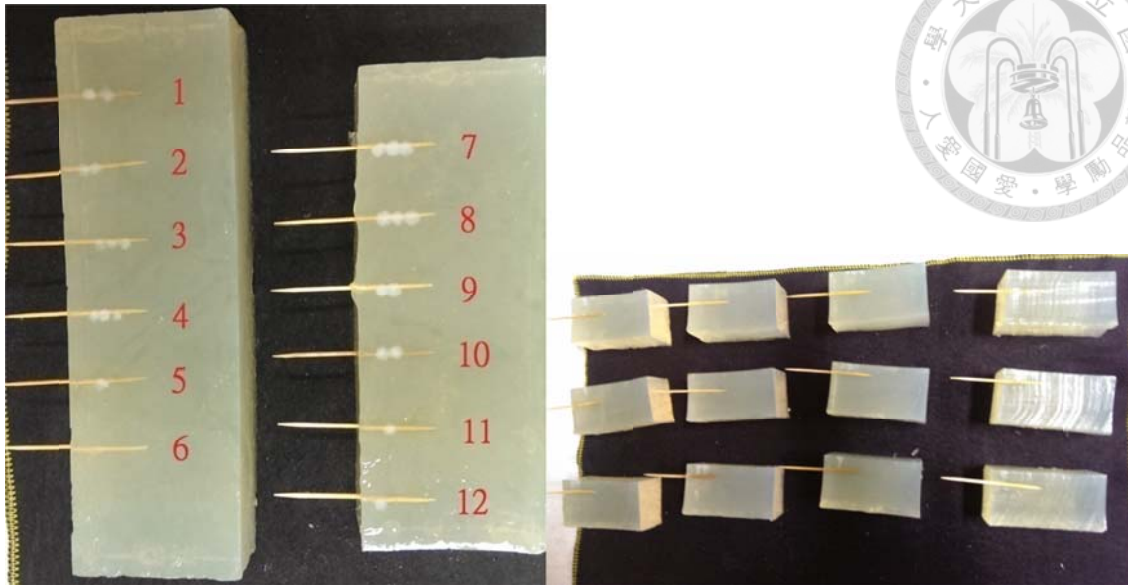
燒灼後仿體照片。將配置好的功率放大器及控制系統打開，設定輸出功率為 50 瓦，以仿體內牙籤垂直延伸至表面的位置為施打目標，將聚焦式超音波探頭表面之保鮮膜處與仿體欲施打位置處塗抹水基凝膠，隨即將兩者於水中接觸，把開關打開，開始施打，時間為 60 秒，重複此動作在各標記處施打若干個點，施打完後蛋白仿體表面會呈現肉眼可見的白色燒灼區域。
